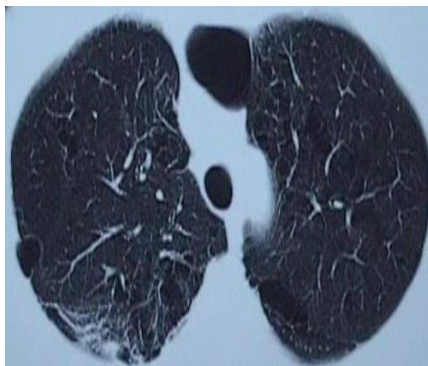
СКТ. а) Бульозна емфізема (Хворий К., 43 р.); б) Парасептальна емфізема (Хворий Д., 52 роки).
